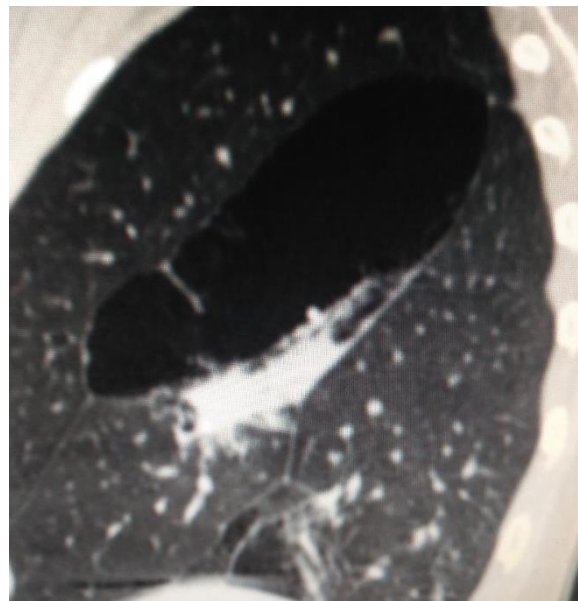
КТ органів грудної клітки. Внутрілегеневе розташування кістоподібного утворення після COVID-19
